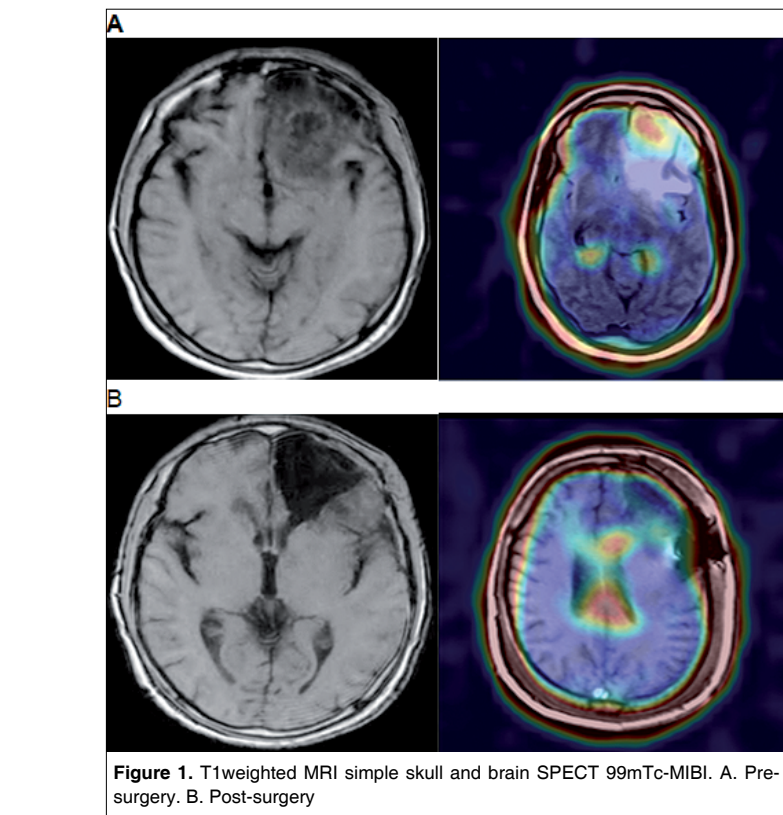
T1weighted MRI simple skull and brain SPECT 99mTc-MIBI. A. Pre-surgery. B. Post-surgery
